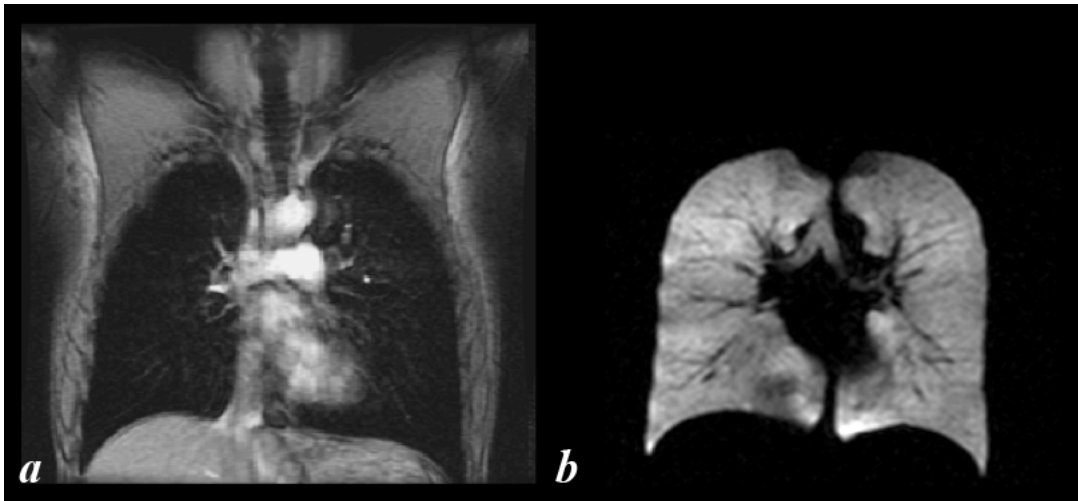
Imagerie par résonance magnétique du poumon. (a) IRM du proton, $P \simeq 5 \cdot 10^{-6}$, (b) IRM de l'hélium-3 hyperpolarisé (image réalisée au sein du laboratoire), $P = 1 \cdot 10^{-1}$.
